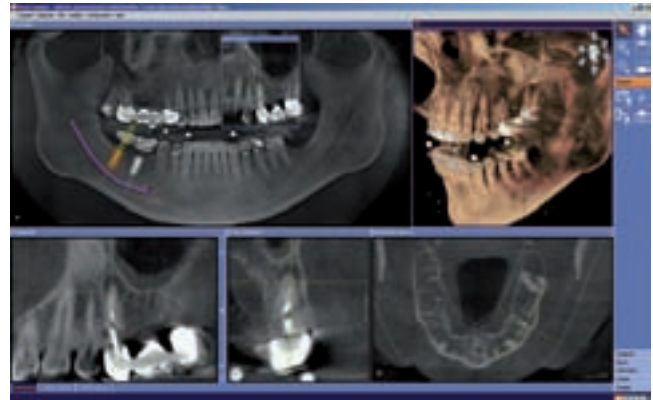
Datensatz zur implantologischen Planung mit Scanschablone und Markern (siehe runde röntgendichte Strukturen interokklusal) mit multiplen Nebenbefunden: Apikale Aufhellung an Zahn 25 – im transversalen Schnitt (unten Mitte) lässt sich die insuffiziente, spiralförmige Aufbereitung des Wurzelkanals erkennen. Die vorhandenen Metallartefakte stören bei dieser Diagnose nicht.
